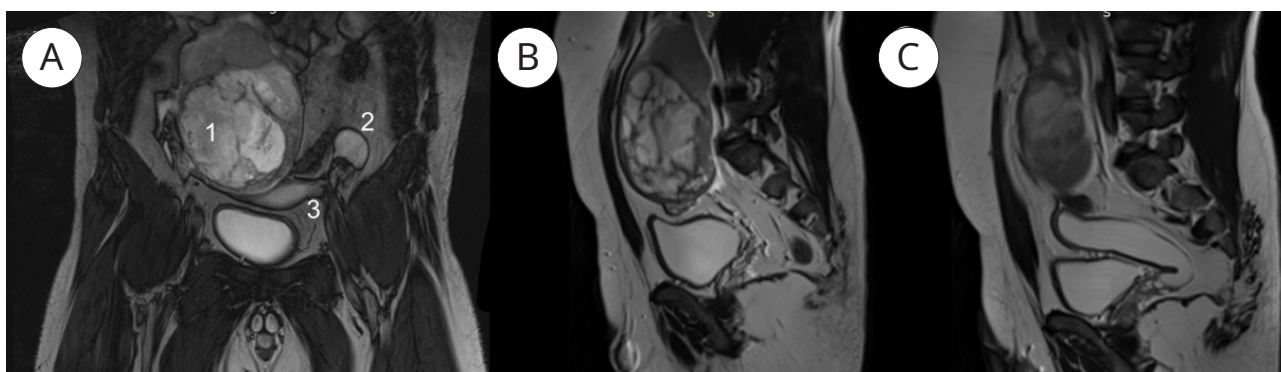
МРТ брюшной полости, малого таза и наружных половых органов: А — фронтальная проекция, при которой определяется новообразование правого неопущенного яичка (1), левое неопущенное яичко (2), трубчатая структура, фиксированная к нижним полюсам яичек (3); В — саггитальная проекция, демонстрирующая неоднородную структуру правого яичка; С — саггитальная проекция, демонстрирующая трубчатую структуру, фиксированную к нижнему полюсу яичка
